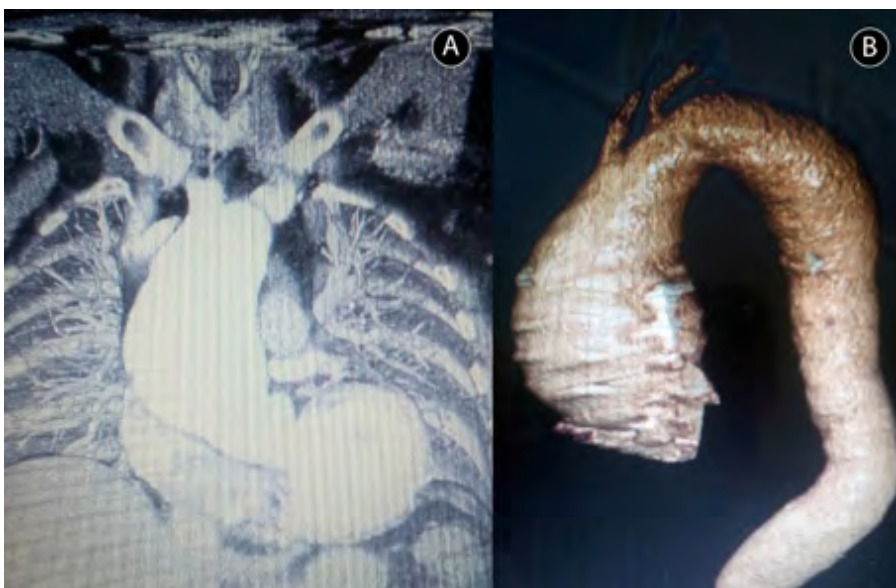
Aneurisma de aorta ascendente (angio TAC).
